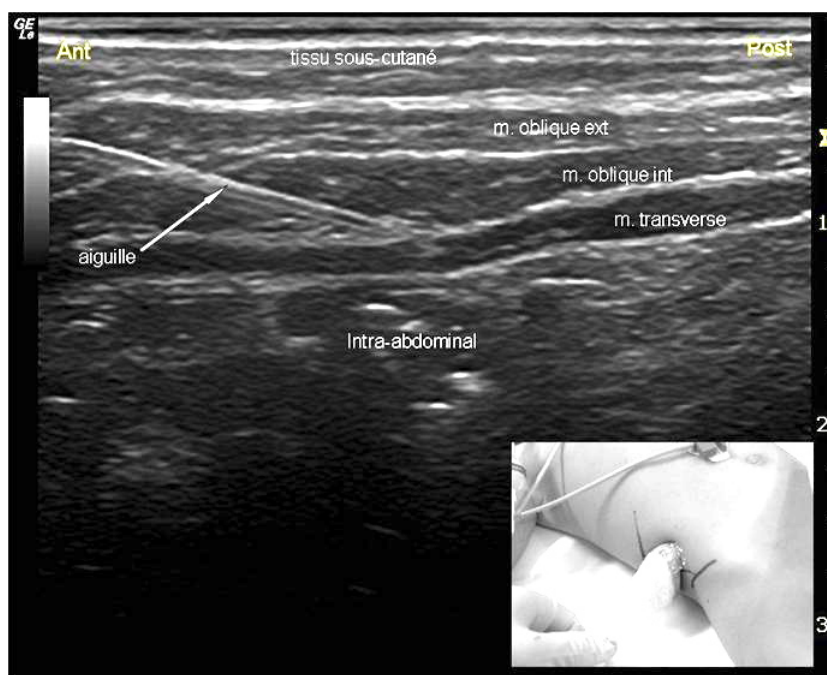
TAP bloc, repères échographiques.
